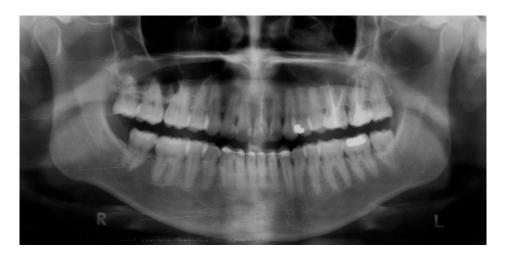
(A-B) – Radiografias ao final do tratamento
